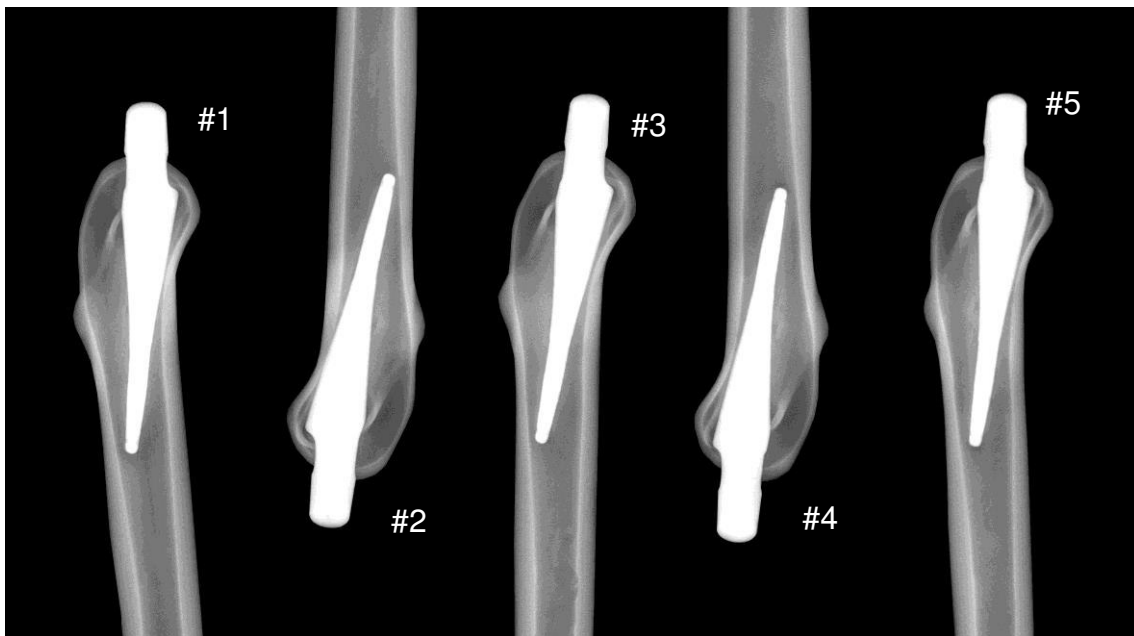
Röntgenbild des Metha-Kurzschafsystems in ML-Ansicht bei valgischer Schaftstellung.
